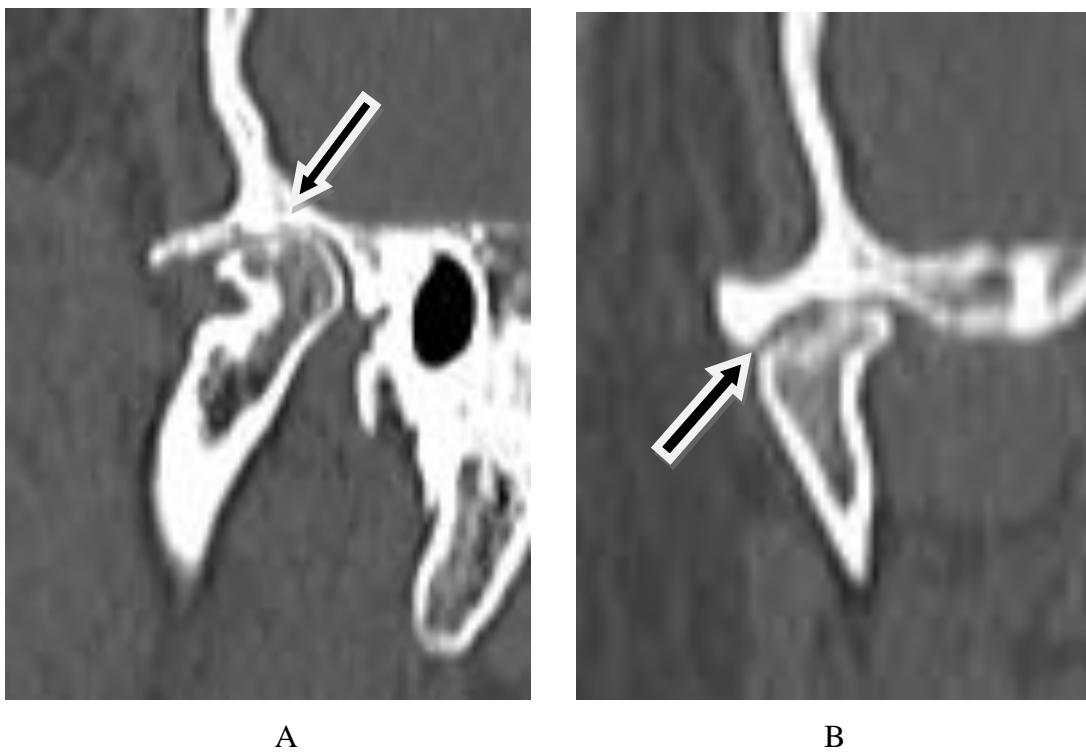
CT snimak 66 godina starog pacijenta.
